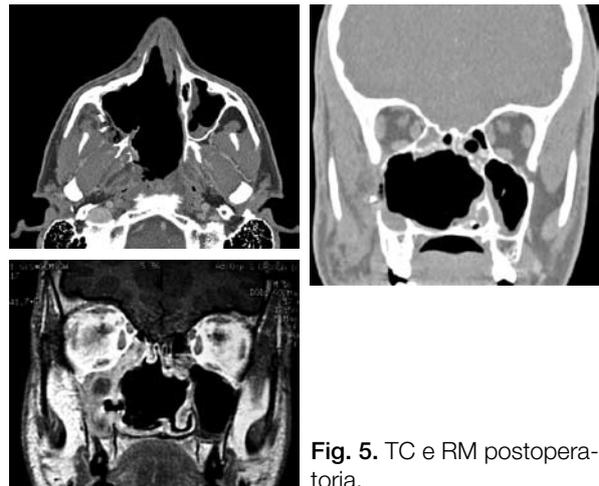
TC e RM postoperatoria.
